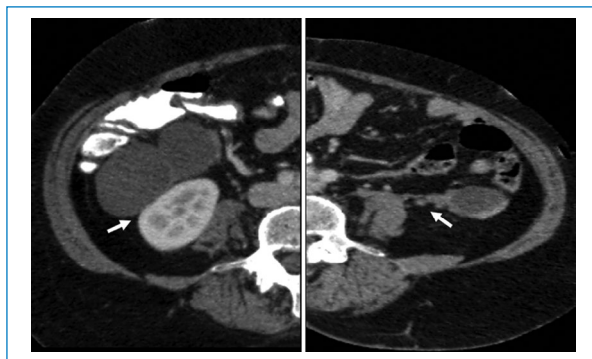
Tomografía computada multicorte (TCM) de abdomen y pelvis con contraste endovenoso, corte axial. Se observa la relación anatómica de las imágenes hipodensas sin realce tras la administración de contraste, con el riñón derecho y el músculo psoas izquierdo (flechas blancas).
